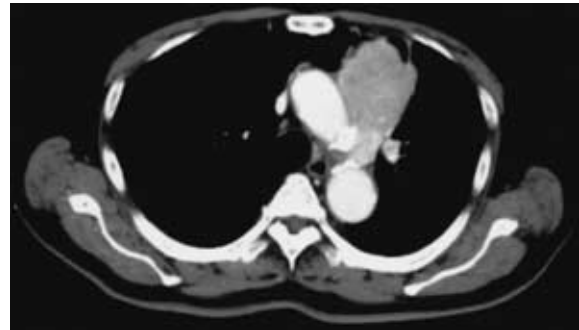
A Chest CT at the level of the upper lobe shows a contrast-enhanced mass in the left anterior mediastinum.
